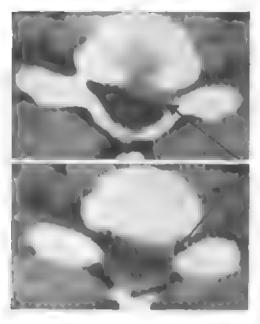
КТ шейного отдела позвоночника на уровне С_{vi}, аксиальная проекция. Разрастания вентральных остеофитов (указаны стрелками) с парамедианной компрессией дурального мешка и корешков.
